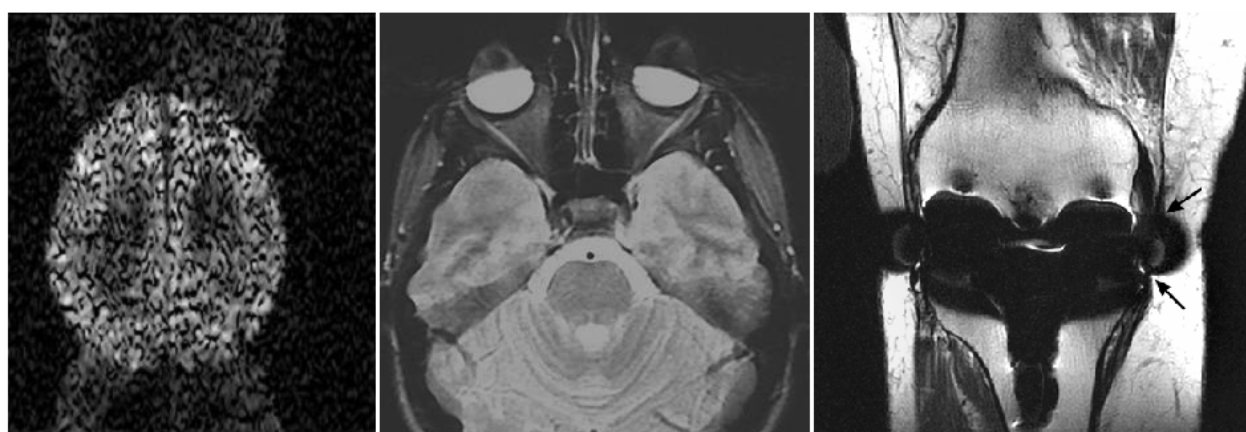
Sequenza di immagini RM che presentano artefatti a) da eddy currents (<http://www.mrtip.com>), b) oscuramento della parte anteriore dei globi oculari dovuto alla presenza di maschera contenente particelle ferro (<http://www.mritutor.org>), c) protesi articolare di cromo-cobalto che oscura completamente i legamenti collaterali del ginocchio e provoca distorsione circolare del profilo articolare. (Raphael B. et al, 2005)^[82]
